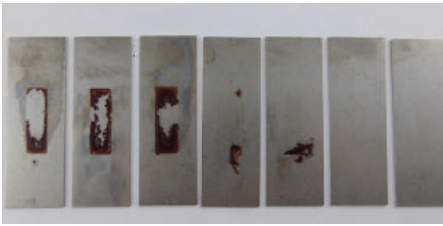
Objetos de prueba tratados durante 2 Minutos en el baño de ultrasonido, contaminados con sangre bovina secada, coagulada y fijada con solución de glutaraldehído sin tinción con Ponceau S.
